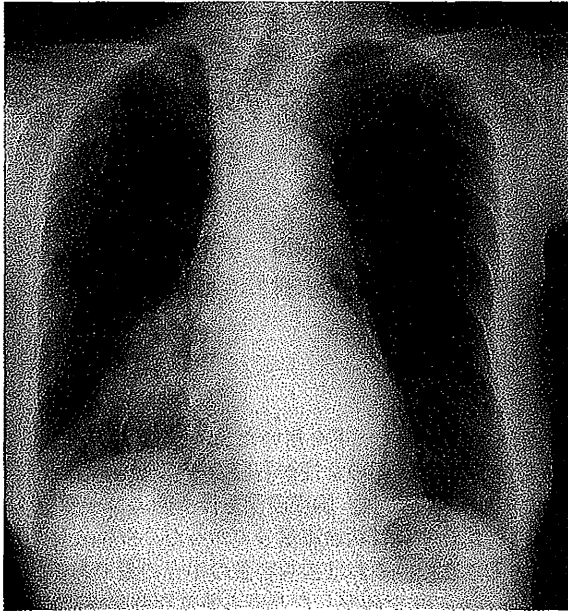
Chest radiograph showed a round tumor shadow in the right lower lung field beside the heart edge shadow
